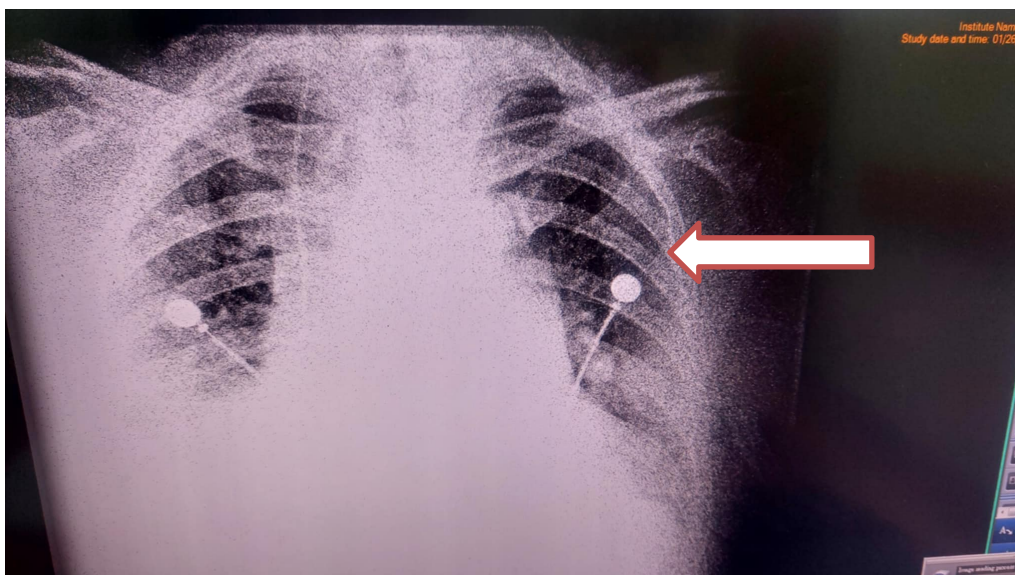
Chest X-ray – 26.01.2022
